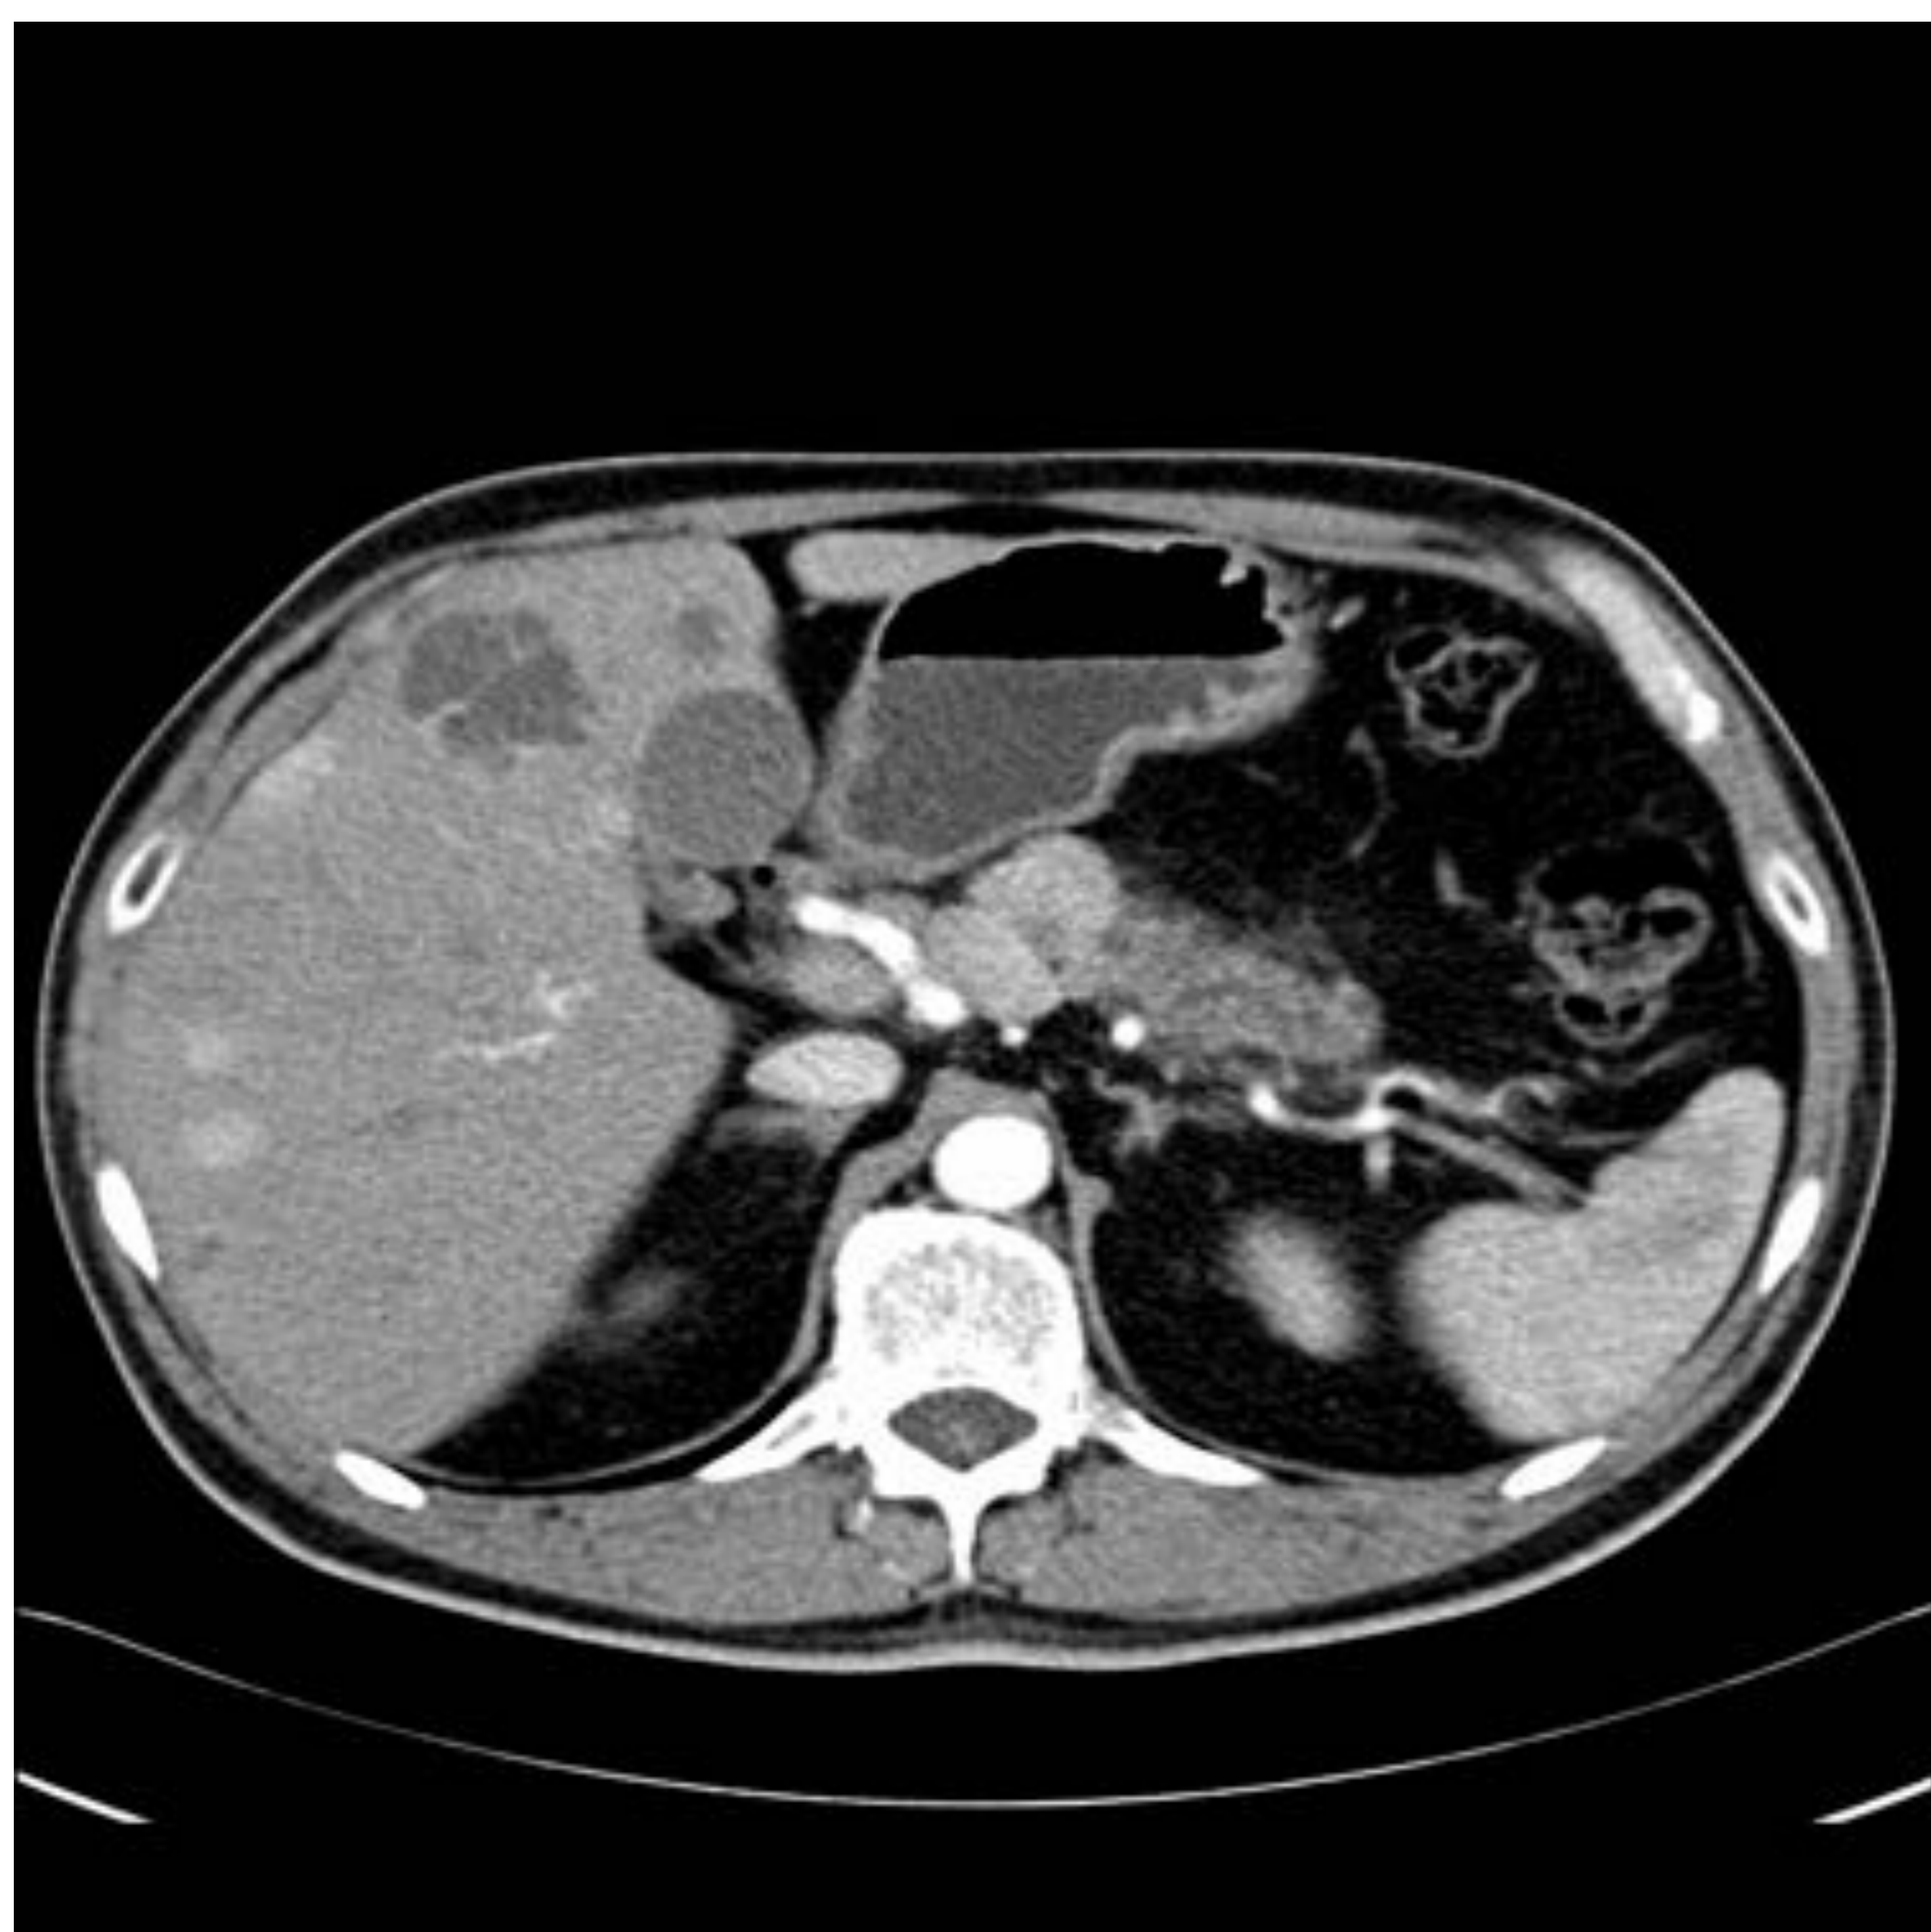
TNEp en una mujer de 47 años con metástasis hepáticas. TC sin CIV (a), en fase arterial (b) y venosa portal (c) que muestran una lesión hipervascular en el cuerpo pancreático con dilatación del conducto pancreático y múltiples lesiones hipervasculares hepáticas, algunas de ellas con realce en anillo.
